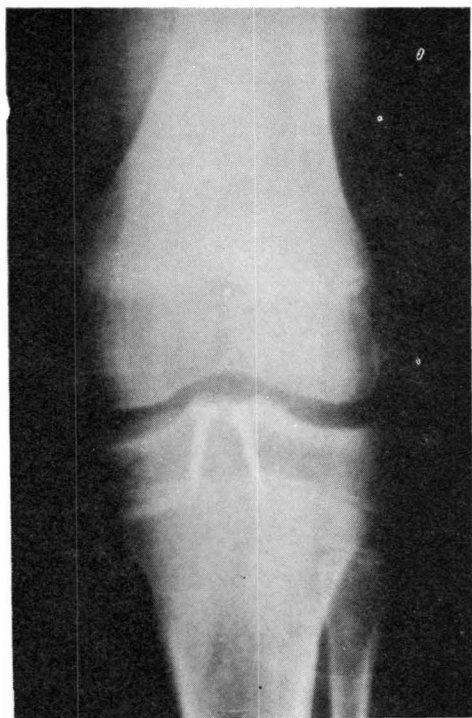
(A y B). — Caso 3. Radiografías post-operatorias.
